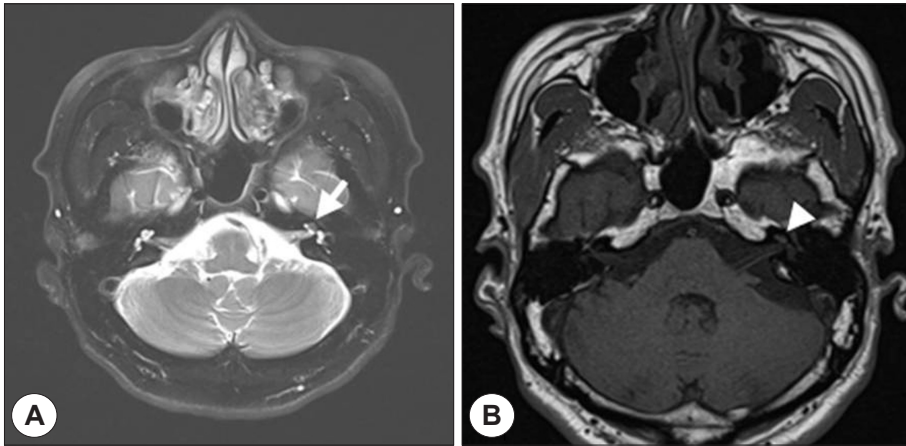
Magnetic resonance images taken 7 days after head trauma. A : Focal low signal mass (arrow) was seen within middle & apical turn of left cochlea on T2-weighted axial image. B : Focal iso signal mass (arrow head) was seen within middle & apical turn of left cochlea on T1-weighted axial image.
